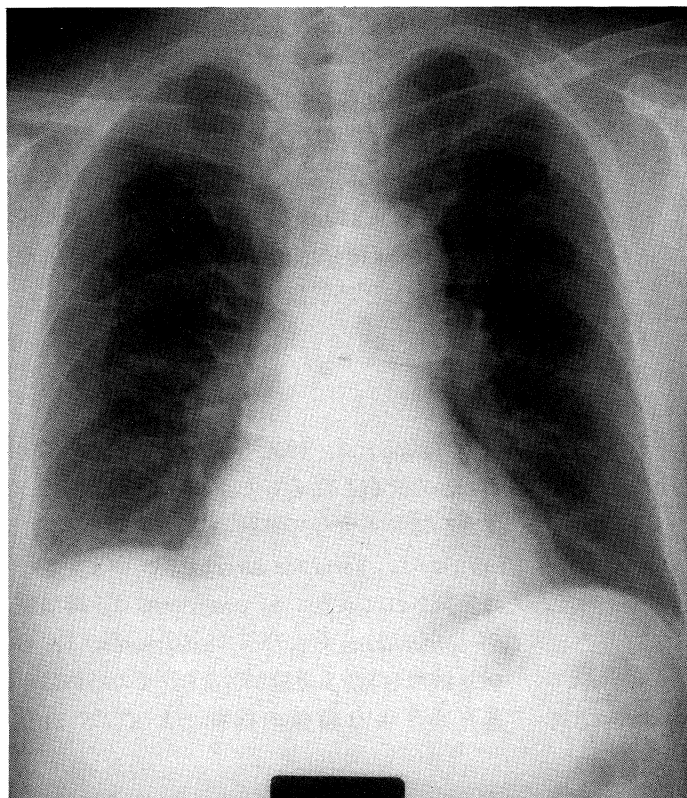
Chest X-ray film revealed a small amount of pleural fluid on right side.
